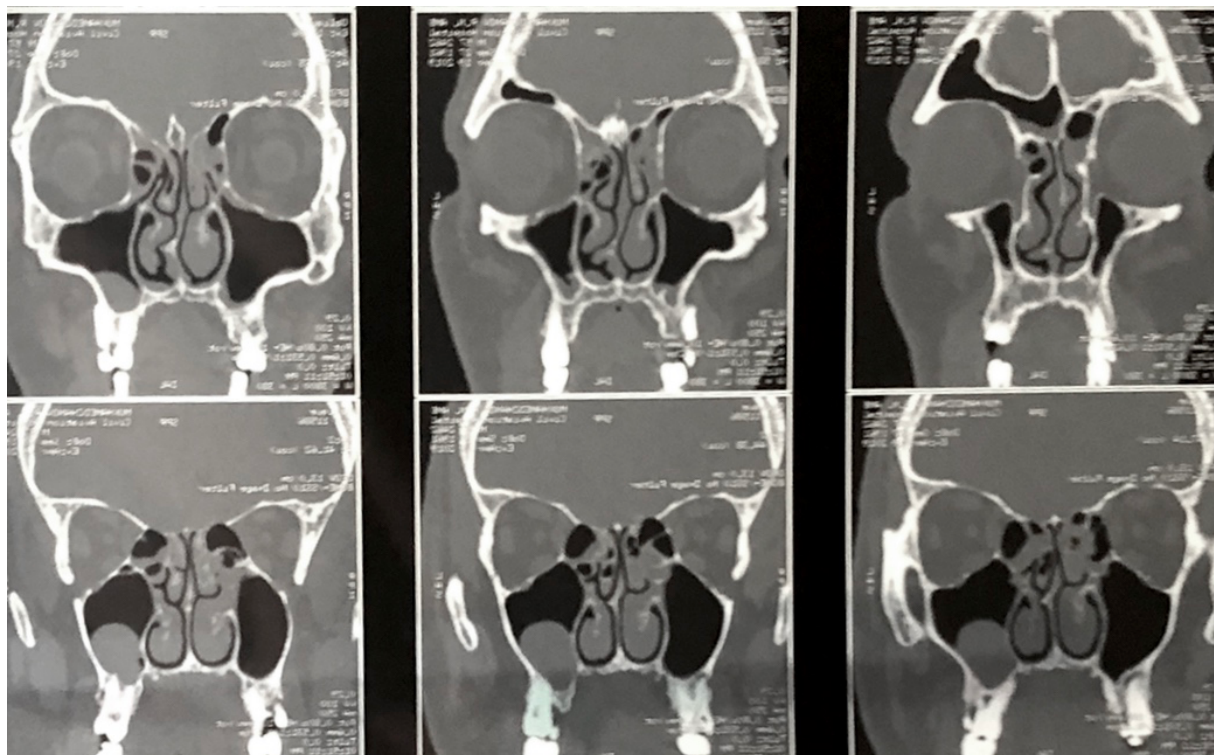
КТ ОНП пациента с первым фенотипом ПРС (коронарная проекция).
